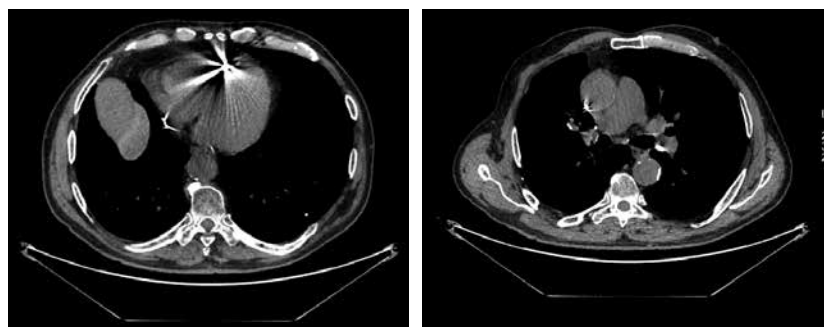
Повторная КТ органов грудной клетки от 24.10.2019
